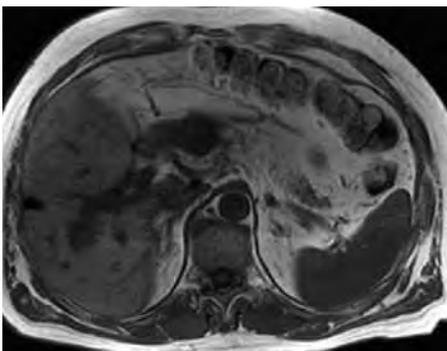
T1-gewichtete MRT-Aufnahme vor Beginn der Radiofrequenzablation
